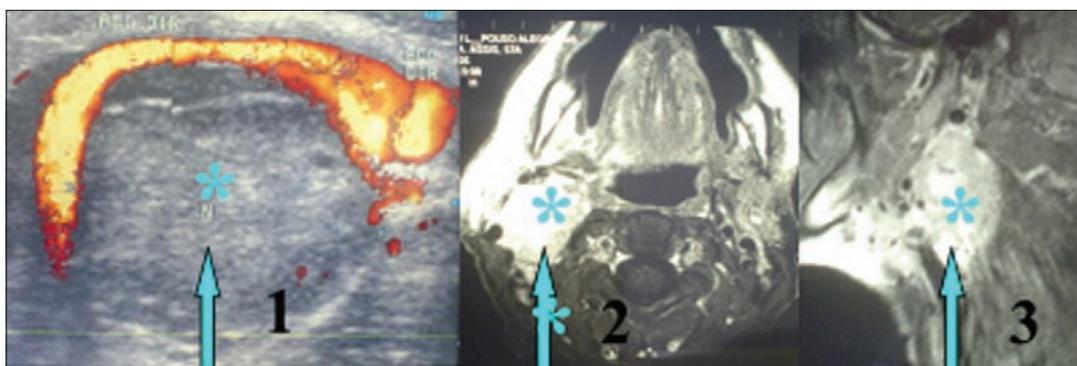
Evidência da massa tumoral entre as artérias carótidas interna e externa apresentado pela ultrasonografia com “duplex scan” das artérias carótidas. Evidência da massa tumoral pela ressonância magnética nuclear em corte perfil e axial. - * 1, 2 e 3 representam a massa tumoral
